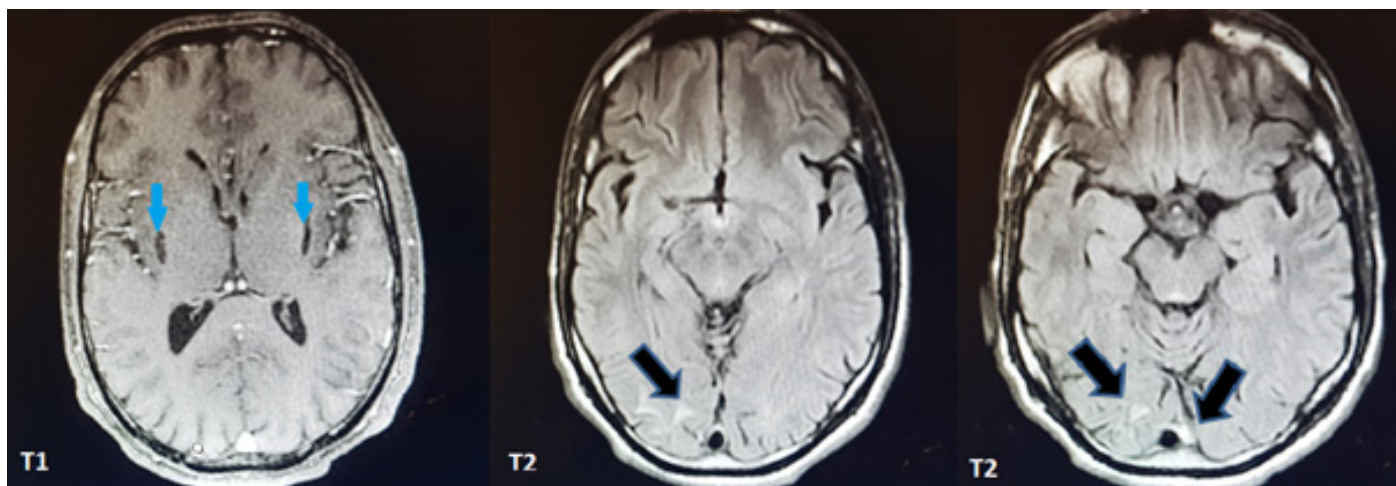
IRM encéphalique en Coupes axiales, Séquence T1 : Nécrose putaminale bilatérale (flèches bleues) en hypersignal. Séquence T2 : lésions de la substance blanche en hypo signal (flèches noires) sous corticale occipitale bilatérale.
